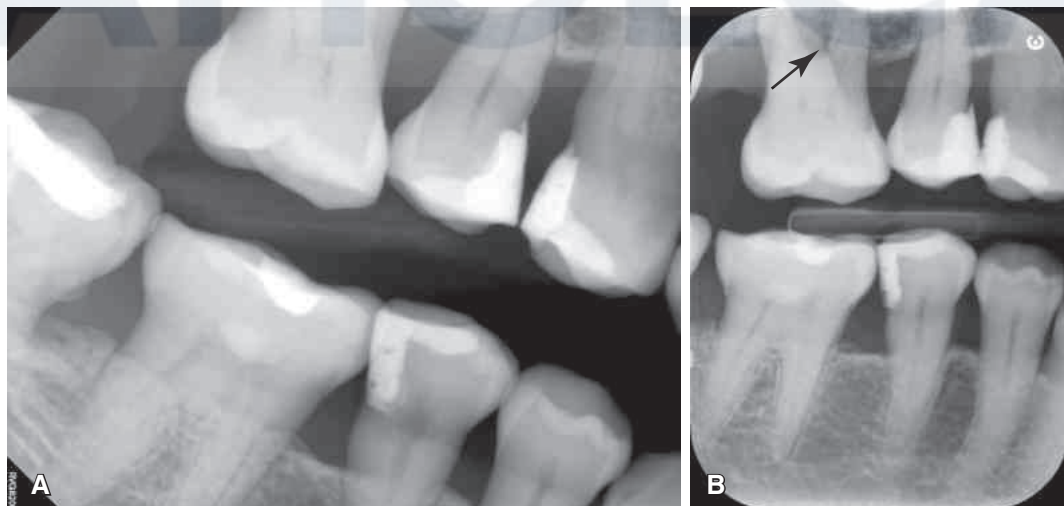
(A) Radiografía de aleta de mordida horizontal que no demuestra los niveles de la cresta ósea en la superficie distal del primer molar maxilar o la superficie mesial del primer premolar mandibular. (B) Radiografía de aleta de mordida vertical en el mismo sitio captura estas superficies, así como revela el compromiso de la furca del primer molar (flecha).
